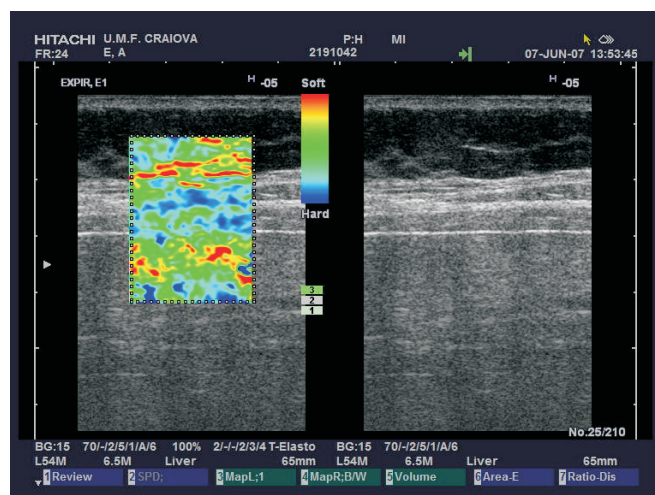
Elastografie ecografică în timp real la un pacient de 45 de ani cu steatoză hepatică (roșu-galben-verde).
